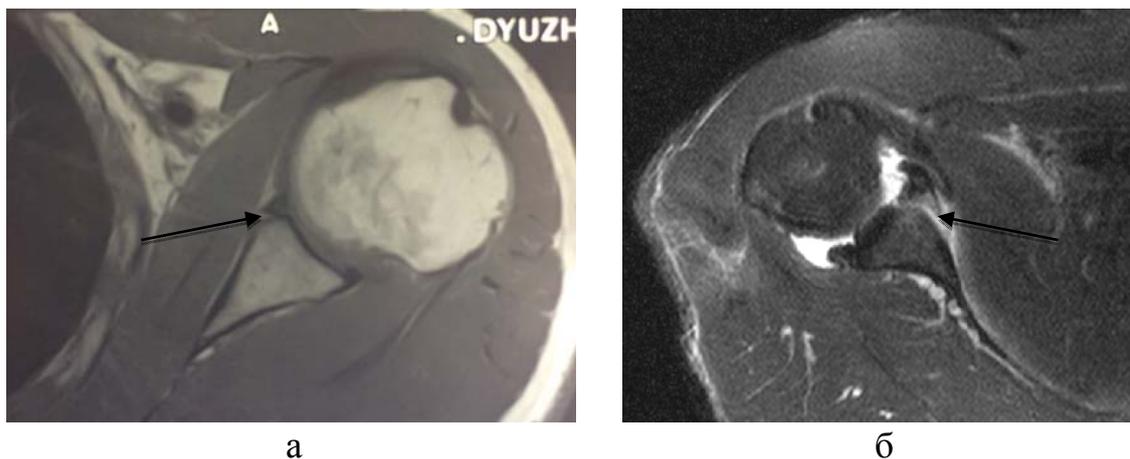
МРТ-граммы различных видов повреждений Bankart: а – отрыв суставной губы; б – костное повреждение Bankart (перелом передне-нижнего края суставного отростка лопатки)
